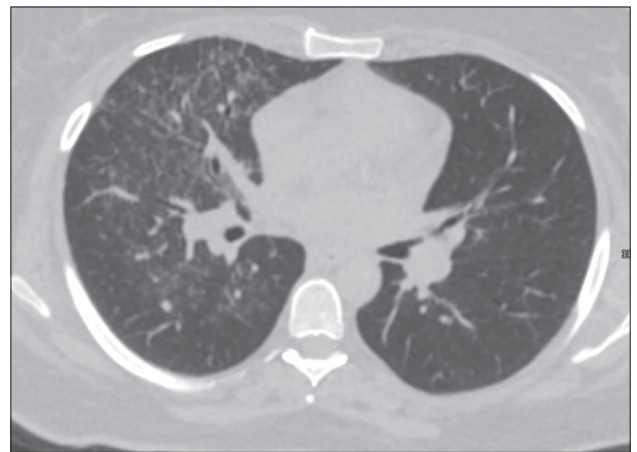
Наблюдение 2. МСКТ органов грудной клетки: признаки полисегментарной мелкоочаговой инфильтрации, более выраженные в правом легком, и множественные очаговые образования легких среднетяжелой (2 ст.) степени тяжести.
